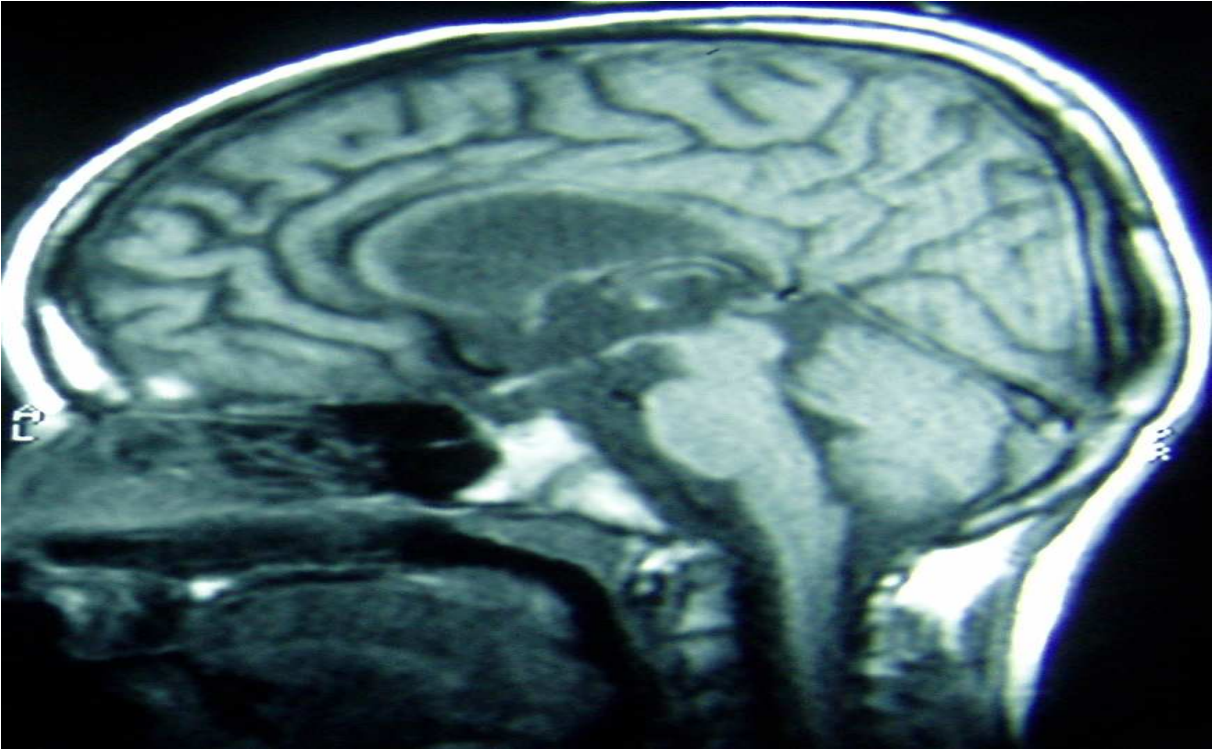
Vaka 46 Takip MRG ve klinik evre
